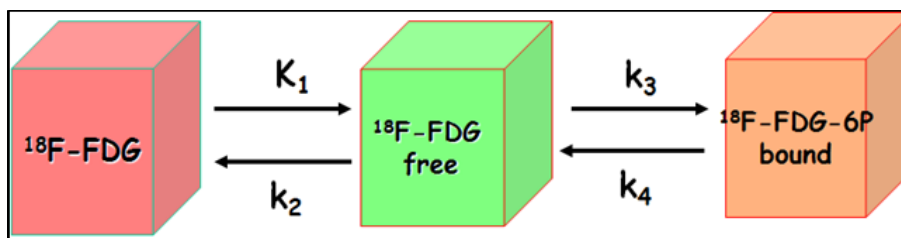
Il modello compartimentale dell' ^{18}F -FDG con un compartimento plasmatico e due compartimenti tissutali (^{18}F -FDG libero, "free" e ^{18}F -FDG fosforilato, "bound")
